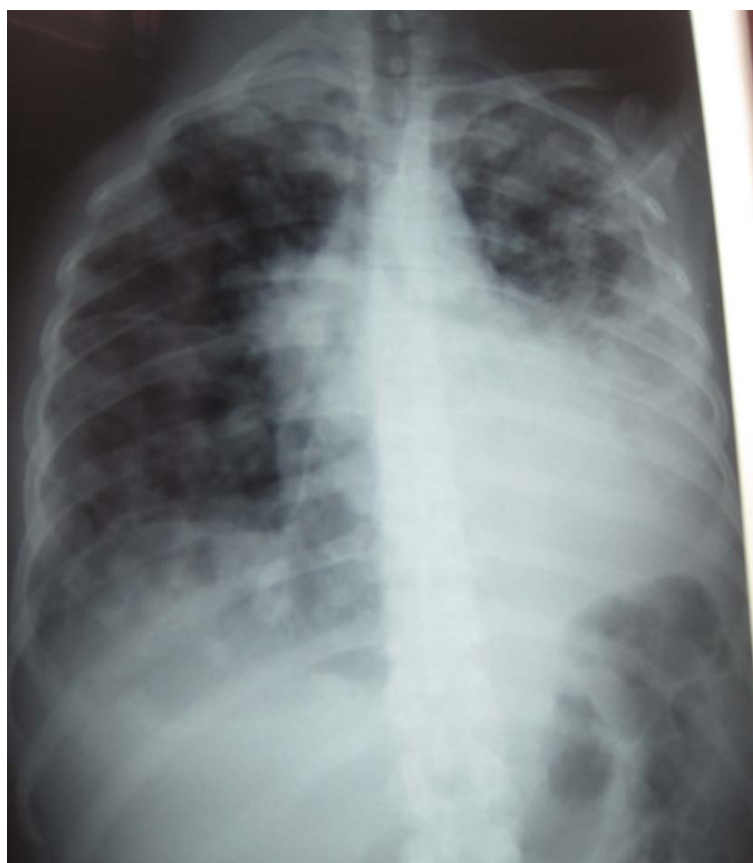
Radiographie du thorax de face objectivant des métastases pulmonaires multiples
